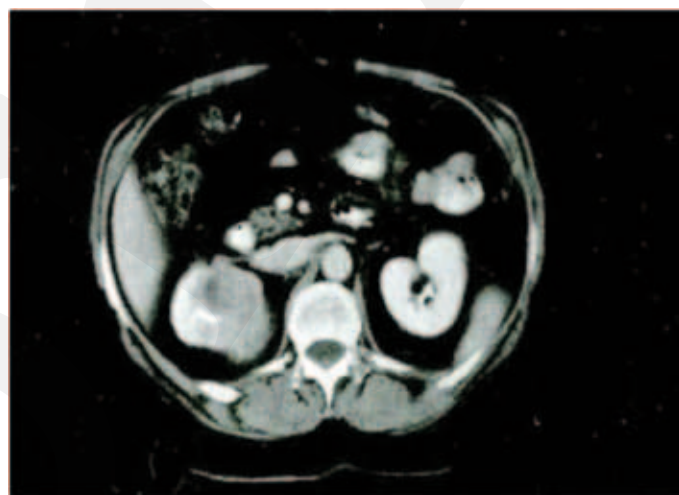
CT-Abdomen bei derselben Patientin wie in Abbildung 2: Nierentumor rechts
